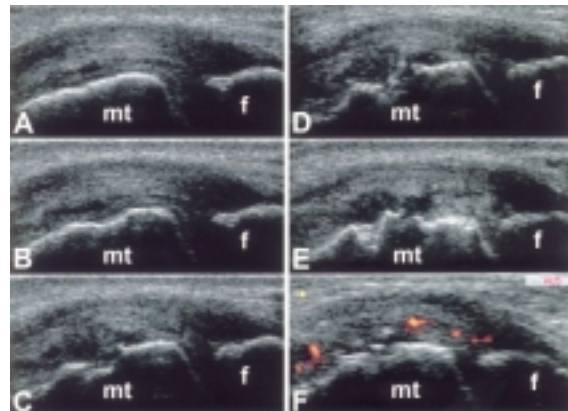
Articolazione metatarsofalangea dell'alluce destro. A-E. Scansioni longitudinali eseguite su piani contigui in corrispondenza del versante interno della testa del I metatarso destro. F. Il power-Doppler consente di rilevare la presenza di un aumento del flusso a livello delle aree di proliferazione sinoviale. mt = testa metatarsale; f = falange prossimale.
